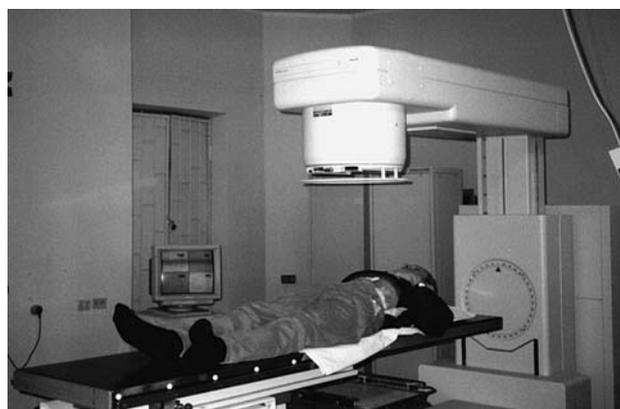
Рентгеновский симулятор.
